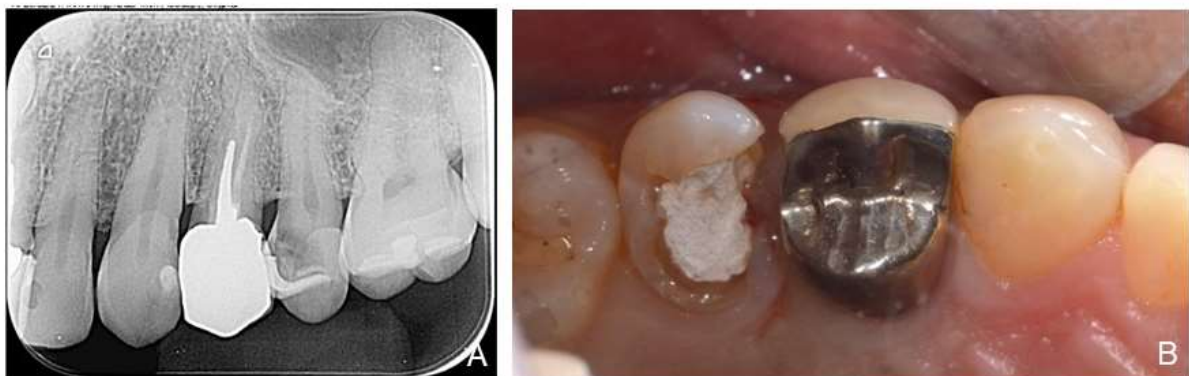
A) Radiografia inicial; B) Avaliação inicial após a remoção da cárie e restauração preexistente. Observar presença da margem mesial posicionada subgengivalmente.
